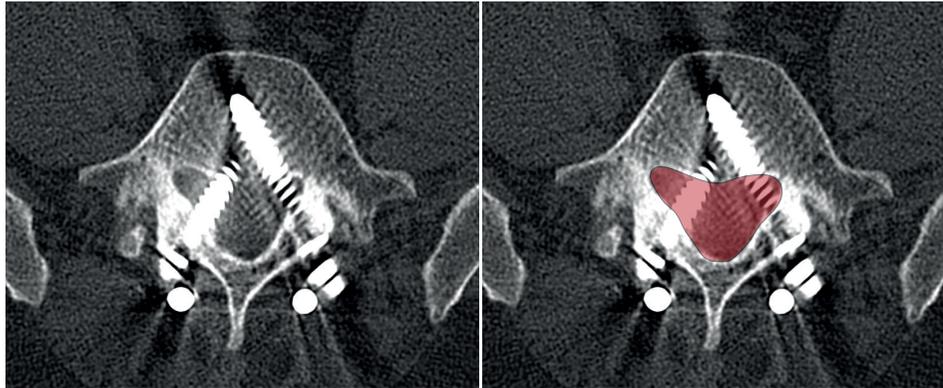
Coupe axiale au CT-scan d'une vertèbre L5 instrumentée. Notez le positionnement abérrant des vis. Leur point d'entrée est trop médial et bien que leur direction soit correcte dans les autres plans, leur trajet est nécessairement conflictuel et non pédiculaire (le canal vertébral est en rouge sur l'image de droite).
